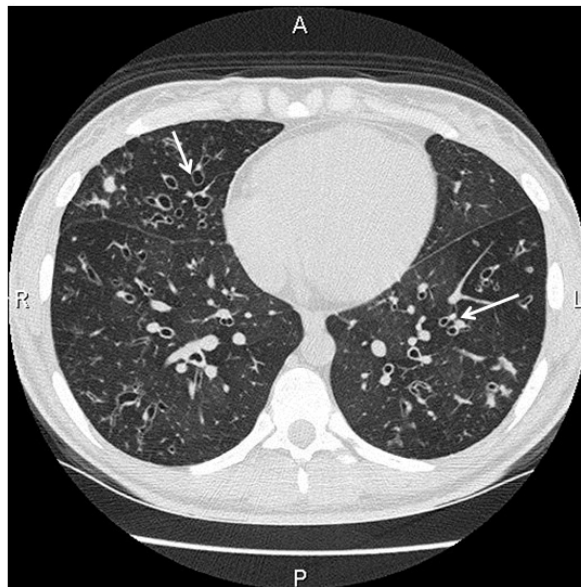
Tomografia computadorizada demonstrando dilatações e espessamento das paredes brônquicas, com formação do clássico sinal do "anel de sinete" no lobo médio e lobo inferior esquerdo (setas).
